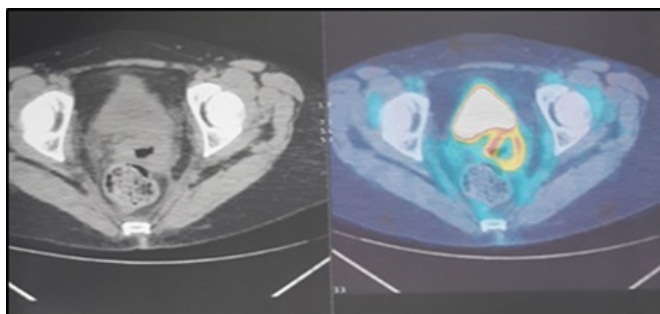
Ejemplo de PET-TC en la misma paciente ilustrada en la Figura 1. Informada como lesión residual de cervix uterino.
